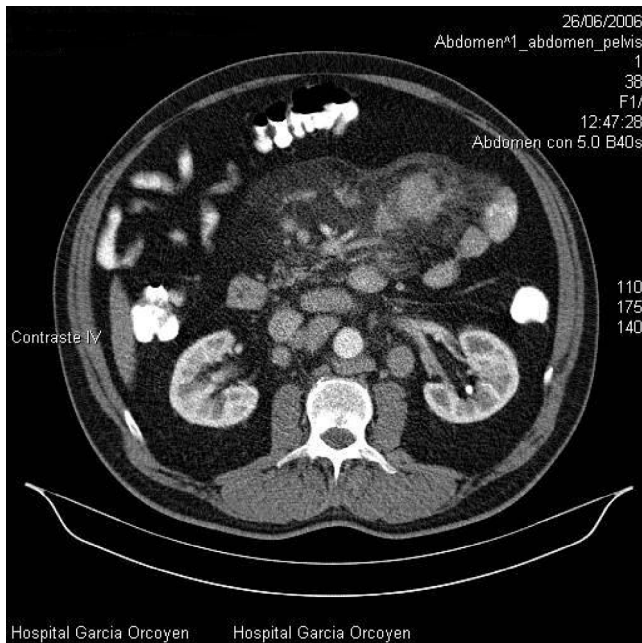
TAC abdominal. Se observan numerosas adenopatías retroperitoneales que tanto por tamaño como por número son significativamente patológicas, con aumento de densidad de la grasa mesentérica adyacente.
